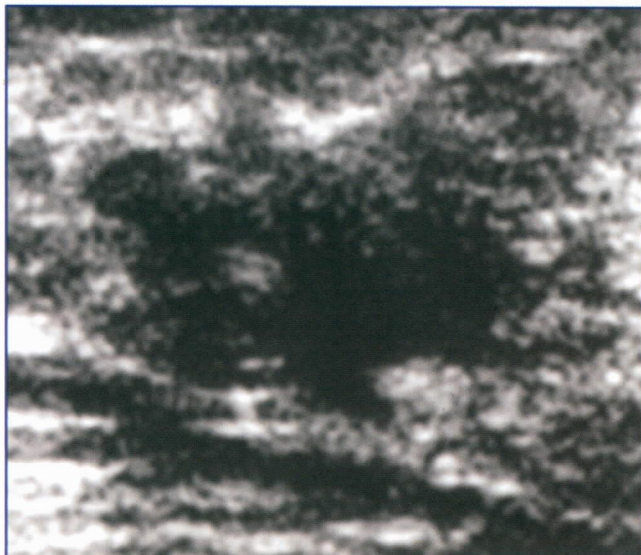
Ultra-sonografia anormal.
